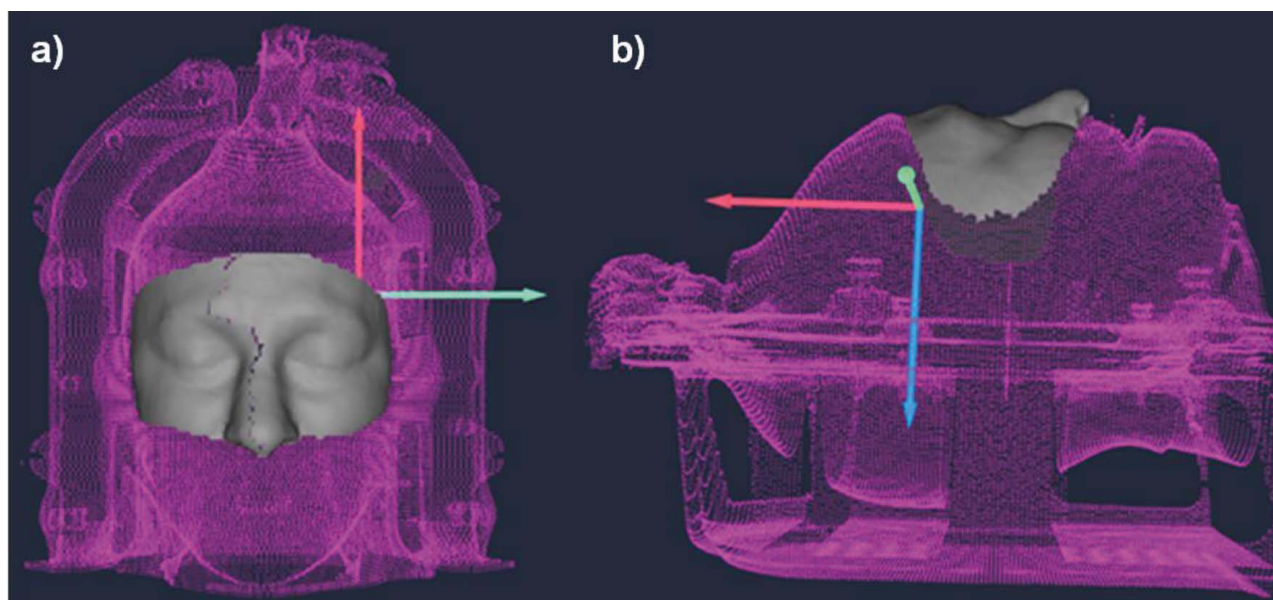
Vista frontal (a) y lateral (b) de la superficie reconstruida a partir del contorno externo del TC, para un paciente con máscara abierta. La superficie continua de color gris claro representa el área de interés que se ha de monitorizar.
